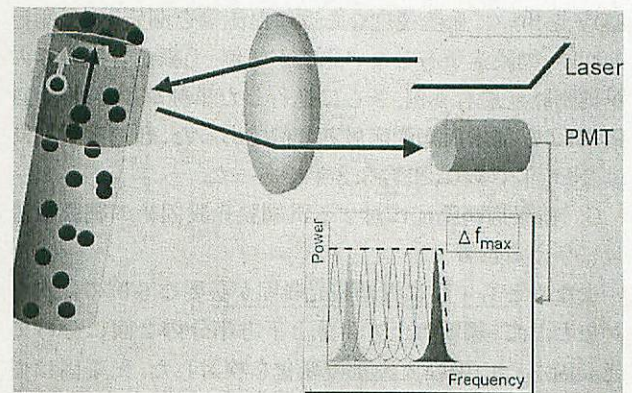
Laser Doppler velocimetry (LDV) の原理図。
